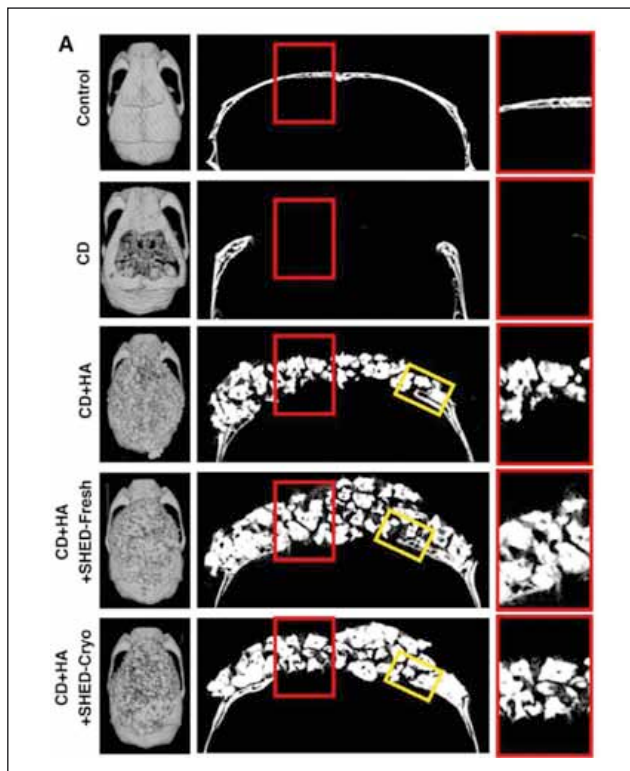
Las SHED frescas (SHED-Fresh) y criopreservadas (SHED-Cryo) son capaces de reparar defectos críticos de calota craneal en ratones inmunocomprometidos, con diferencias estadísticamente significativas frente a otros grupos. Imágenes de micro-CT de las calotas de los ratones. Imágenes craneales en la columna izquierda, sagitales en la columna del medio e imágenes de la zona recuadrada en rojo en la columna derecha. Control: grupo control (sin defecto). CD: grupo con defecto craneal. CD+HA: grupo implantado con HA/TCP. CD+HA+SHED-Fresh: grupo implantado con HA/TCP y SHED frescas. CD+HA+SHED-Cryo: grupo implantado con HA/TCP y SHED criopreservadas durante 2 años. Reproducido con permiso de Ma (12.).
